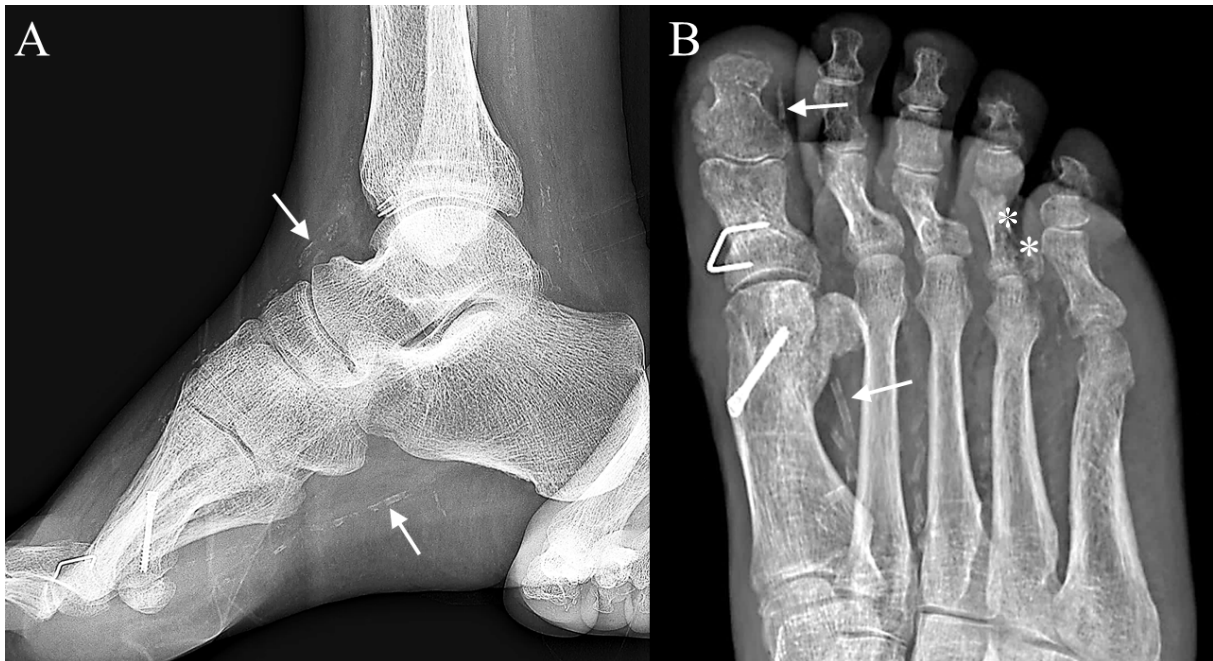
A) Radiografia latero-laterale del piede. B) Radiografia antero-posteriore del piede. Sono presenti alterazioni osteomielitiche della falange prossimale del 4° dito (asterischi). Le arterie dorsale del piede, plantare laterale, prima metatarsale e del primo dito mostrano una tipica MAC (freccie) con pedal-MAC = medial artery calcification score 4.
